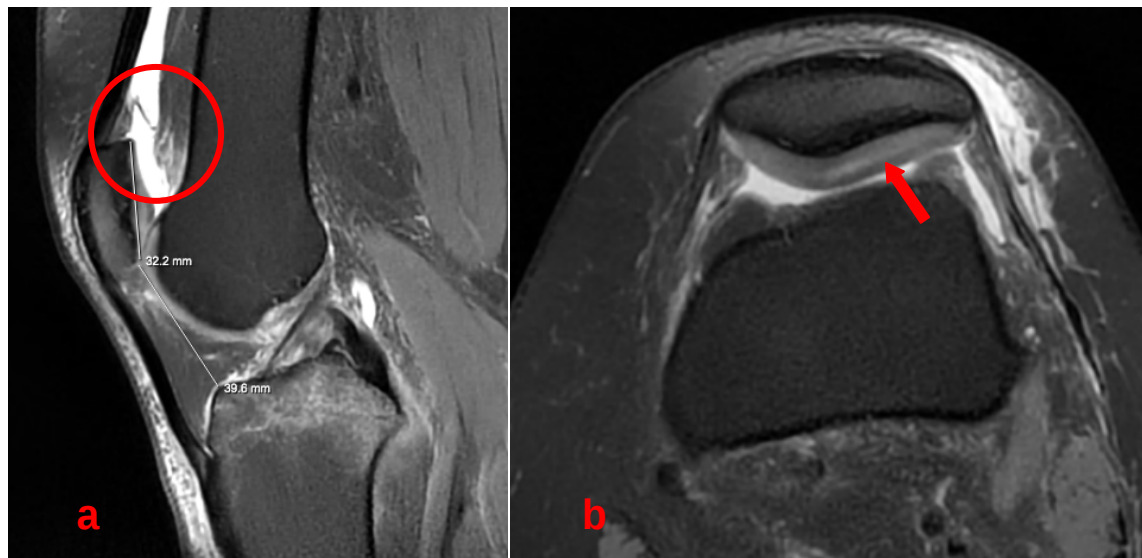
IRM de l'articulation du genou
